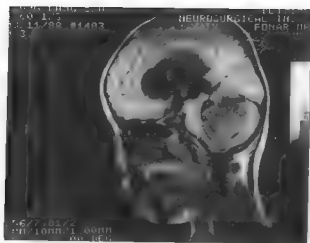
男 5 岁，髓母细胞瘤 MRI 之 T₁ 像：肿瘤自小脑蚓部突入第四脑室，第四脑室上部呈喇叭样扩张
